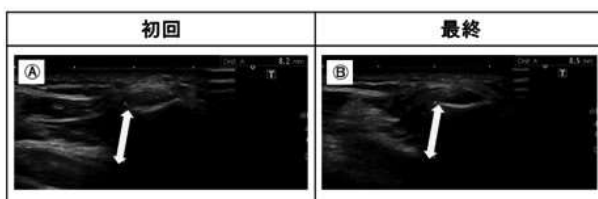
肩関節のエコー画像所見 矢印は肩峰骨頭間距離を示す。
